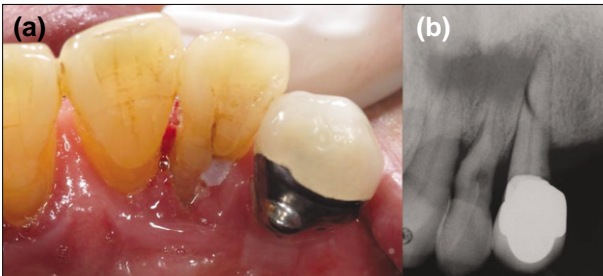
The first exam. Clinical photo (a) and periapical radiograph (b).
